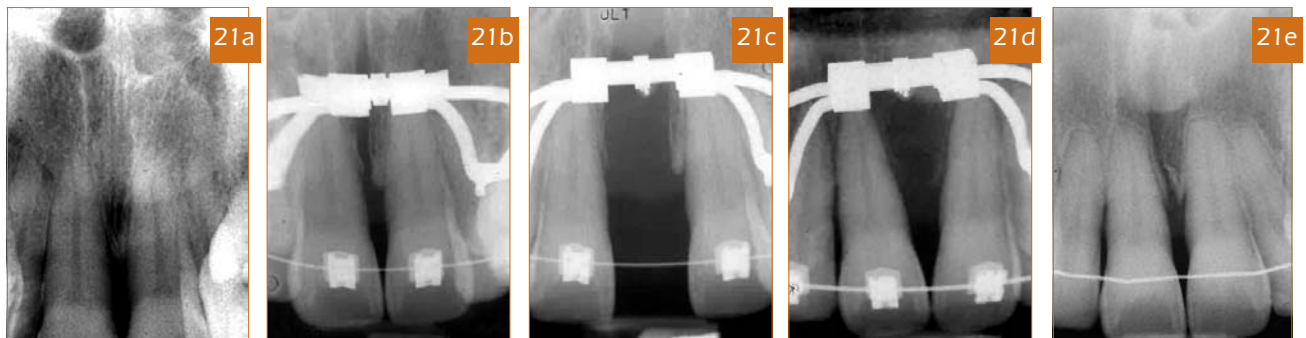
Radiografías periapicales FIS: (a) inicial, (b) día del cementado de brackets e Hyrax, (c) después de la expansión, (d) después del cierre del diastema y (e) después del TMD.
